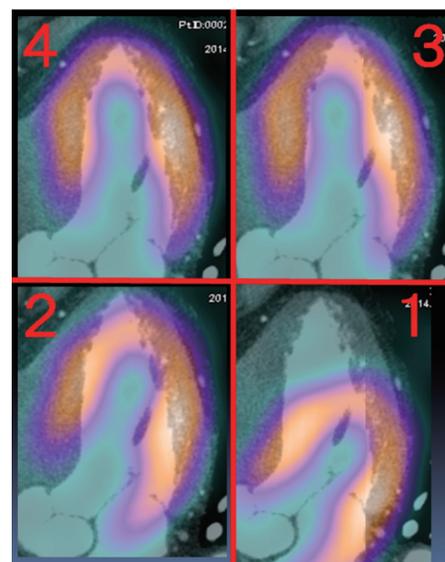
SPECT-CT位置合わせ 4段階視覚評価法
